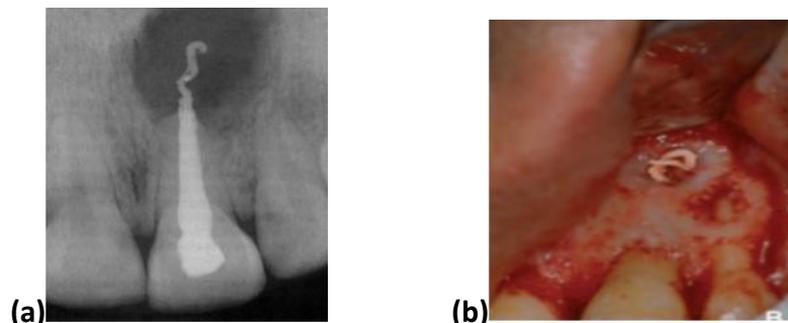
(a) Cliché radiographique de 21 montrant un dépassement de Gutta. (b) Vue clinique de dépassement de Gutta important.
